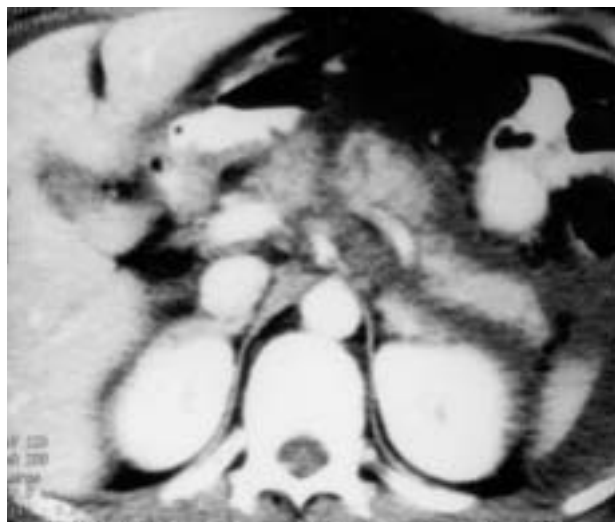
Imagen de la TC en la que se observa la lesión.
